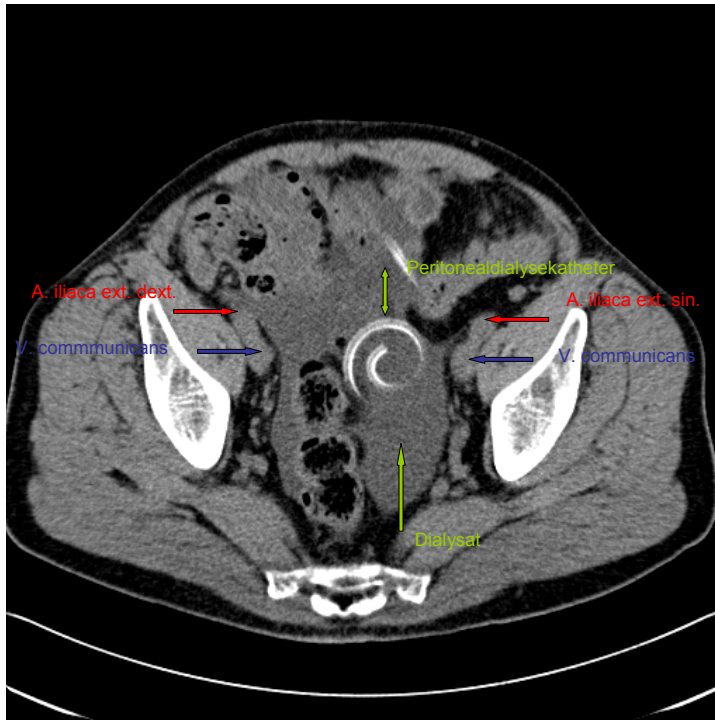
CT Bild 2, Verkalkung Grad 0
